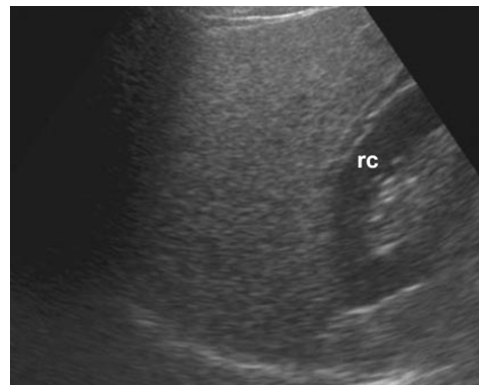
Liver Ultrasonography
